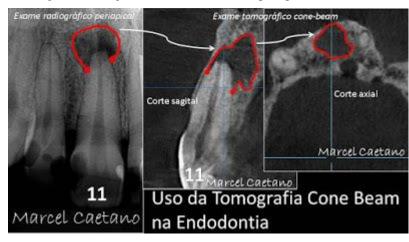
Imagens mostrando uma lesão periapical no dente 11.
